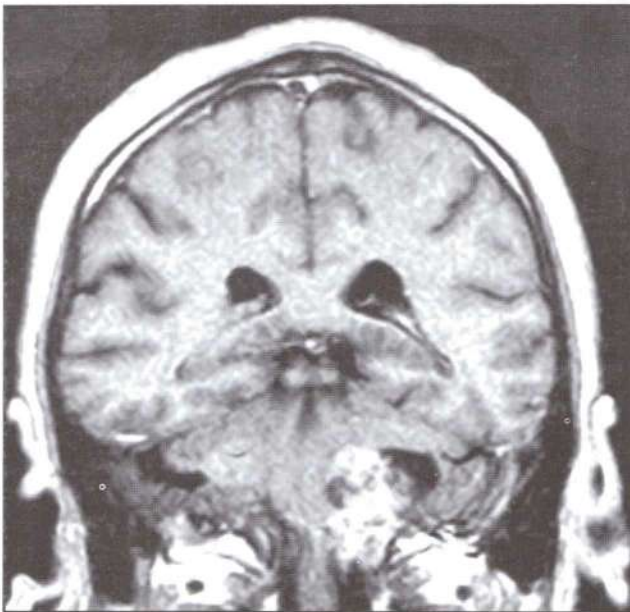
IRM coronal T1 con gadolinio que muestra una lesión heterogénea y multiquistica que refueza con contraste.
